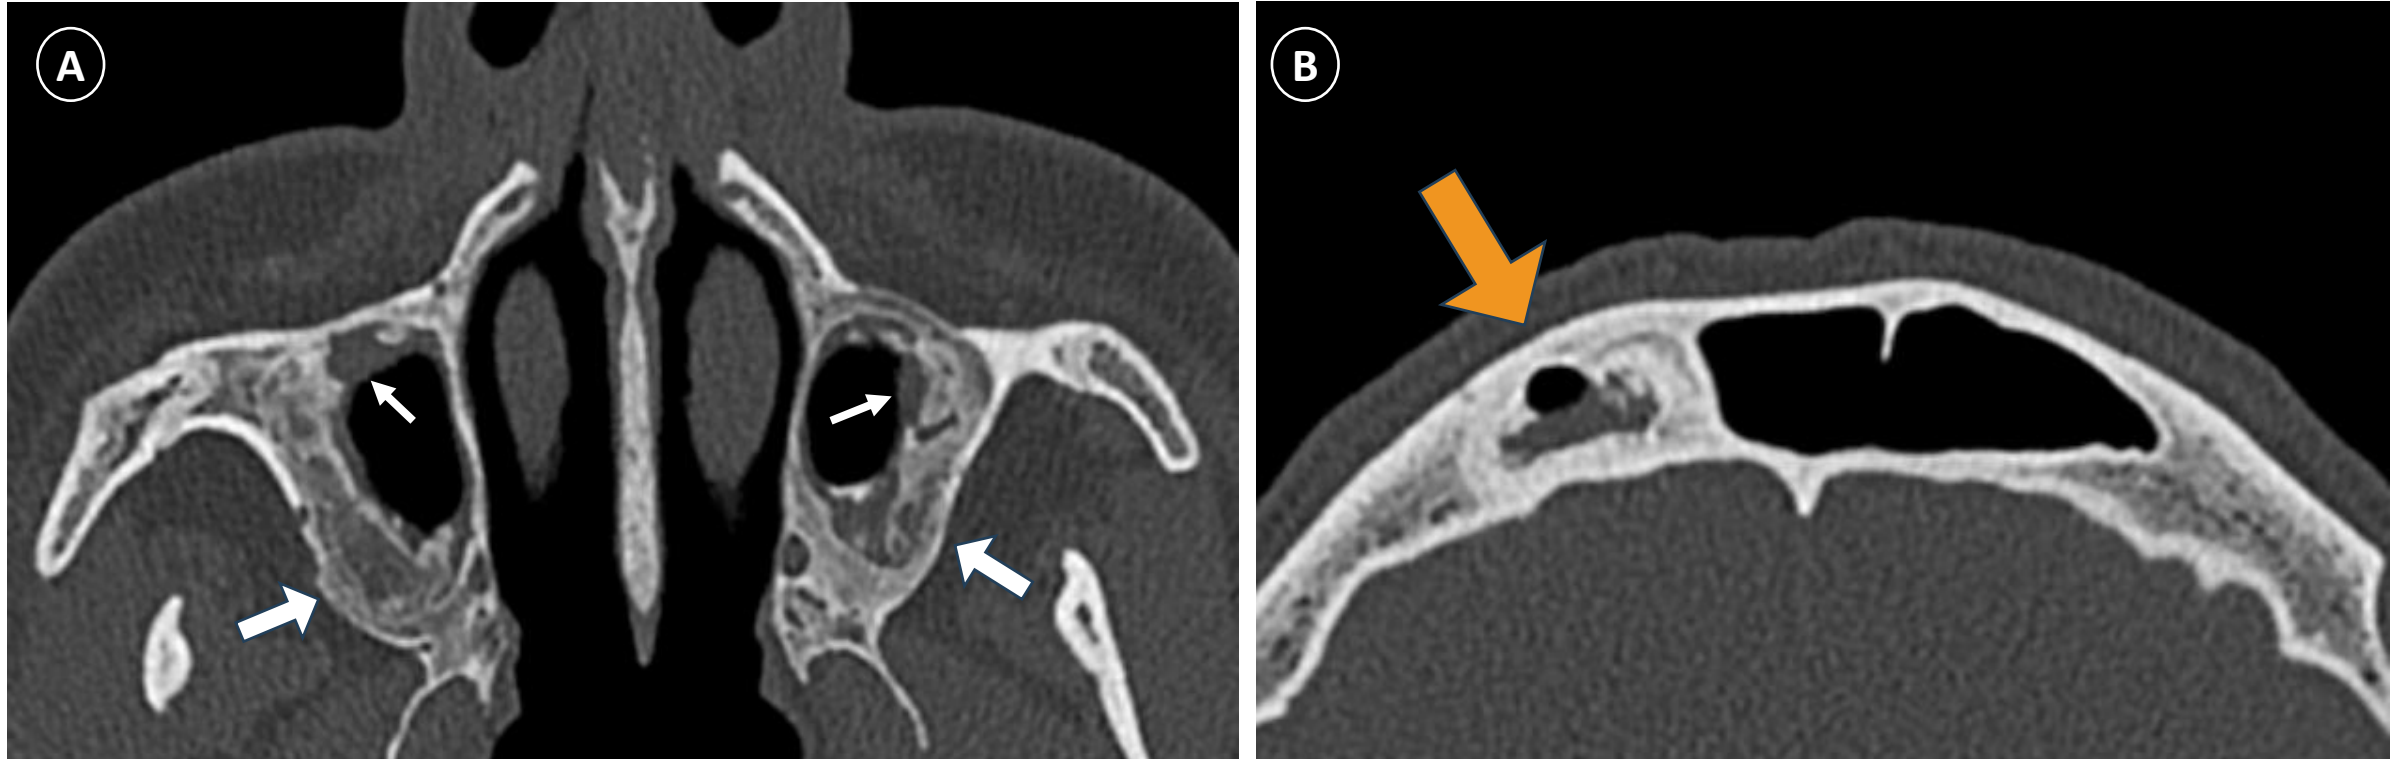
TC de órbitas sin contraste. Corte axial. Ventana de hueso.
